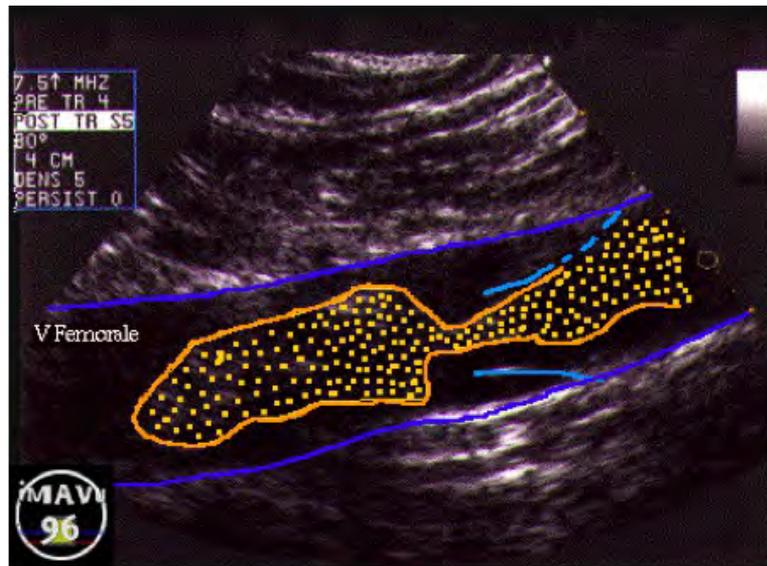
Mise en évidence d'un thrombus à l'écho-Doppler d'une veine fémorale. [6]
